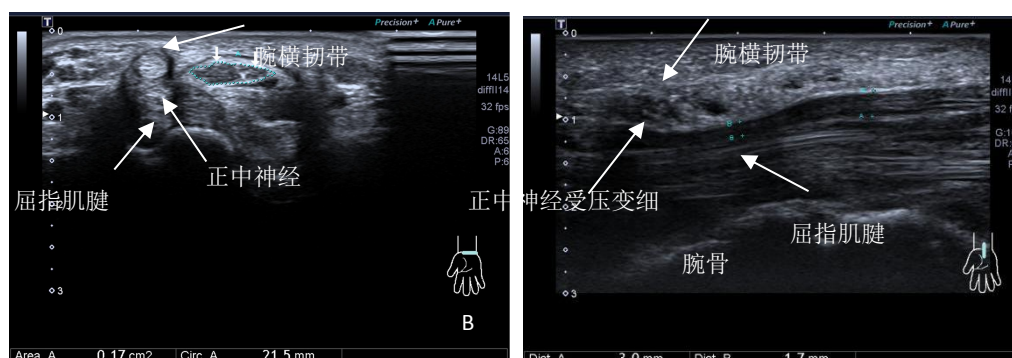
腕管综合征超声影像学表现。A 图短轴腕横韧带增厚压迫正中神经变扁，指数 $>1:3$ ，面积 $>1.0\text{cm}^2$ ；B 图长轴神经在腕腕横韧带下受压变细，在腕管近端肿胀增粗。
